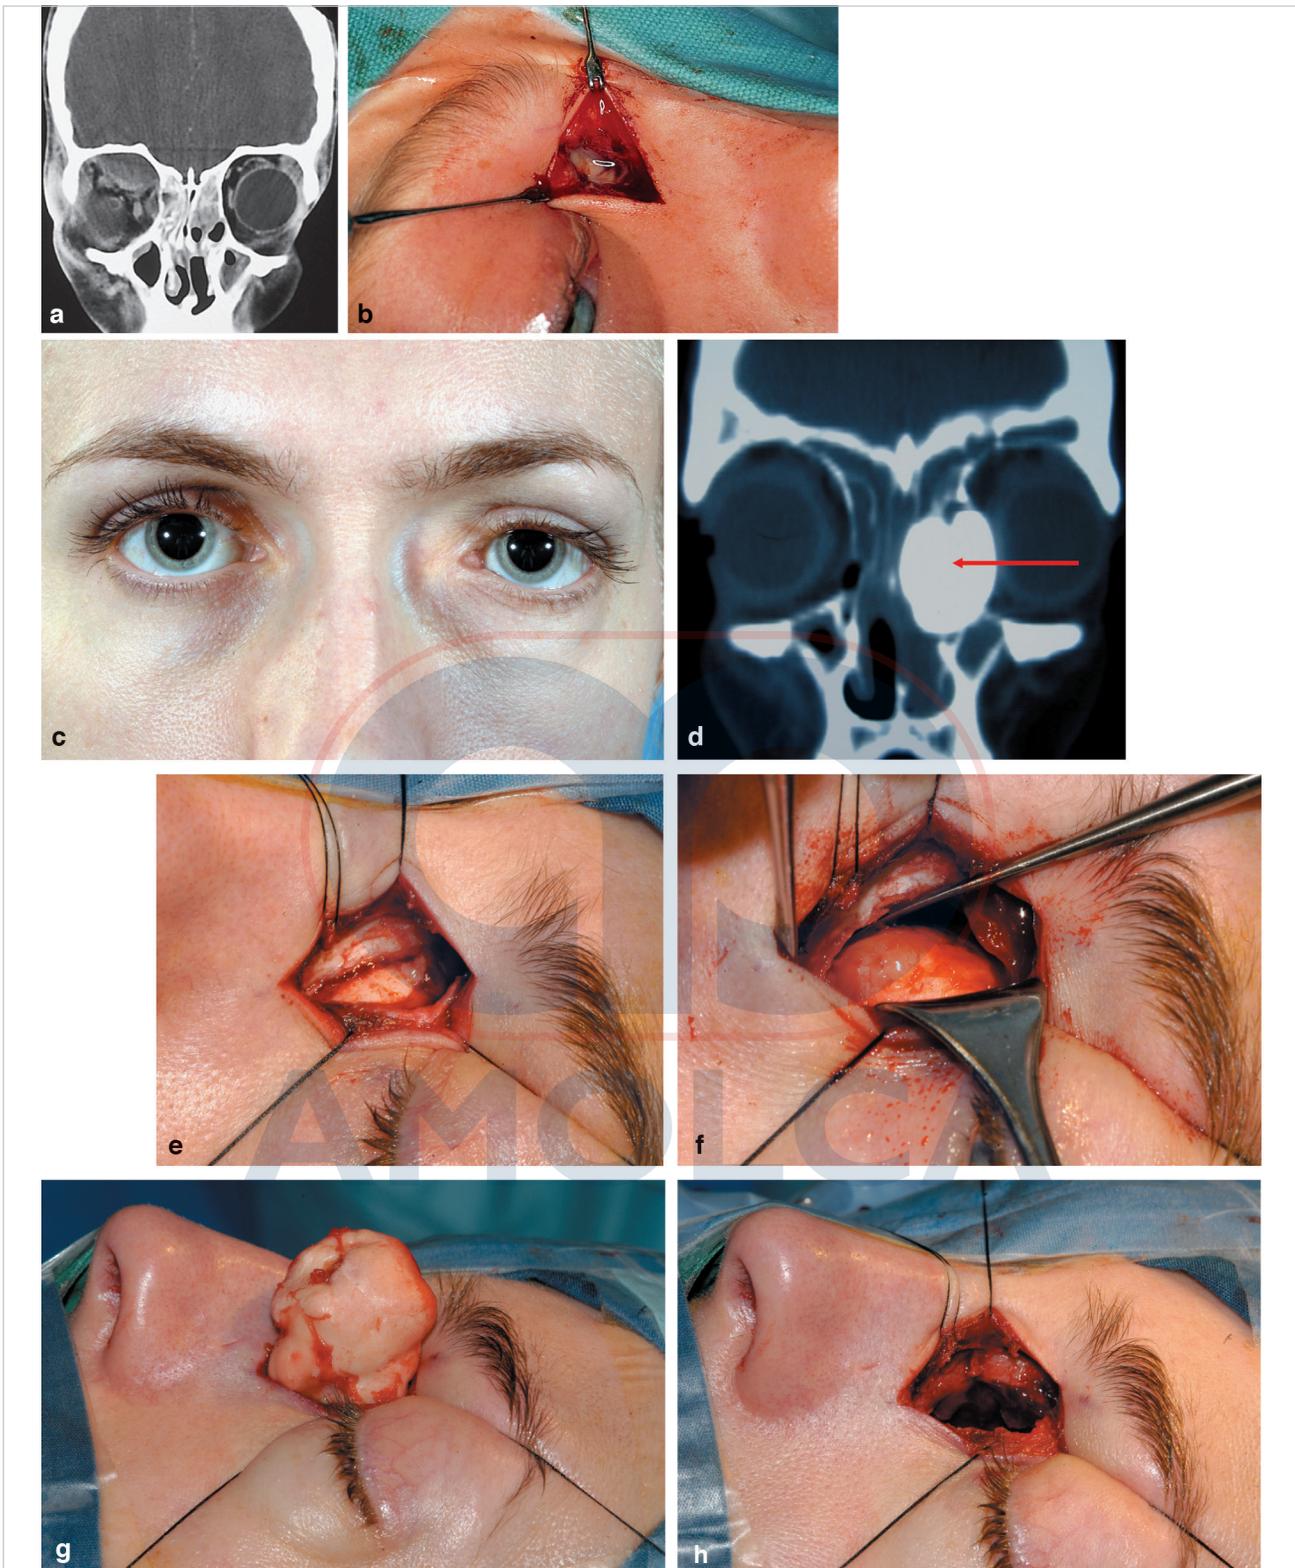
(a) Una TC coronal demostrando un absceso subperióstico grande orbital superior y un absceso subperióstico más pequeño en la pared medial en un paciente con sinusitis etmoidal. La configuración del absceso subperióstico está determinada por el acoplamiento de la periórbita a la línea de sutura frontoetmoidal. (b) Se ha realizado una incisión Lynch en el mismo paciente para drenar el absceso. (c) Una paciente joven con una masa cantal medial izquierda dura y un antecedente de epífora constante izquierda. (d) Una TC coronal en la que se observa un osteoma de marfil etmoidal anterior izquierdo invadiendo la porción medial de la órbita (*flecha roja*). (e) Se ha realizado una incisión Lynch para abordar la lesión. El tendón cantal medial se ha desinsertado por completo. (f) La lesión está siendo movilizada utilizando un elevador perióstico Freer. (g) El osteoma grande está siendo extraído a través de la incisión Lynch. (h) El defecto óseo cantal medial resultante y la ausencia de cualquier punto de fijación para el tendón cantal medial.
